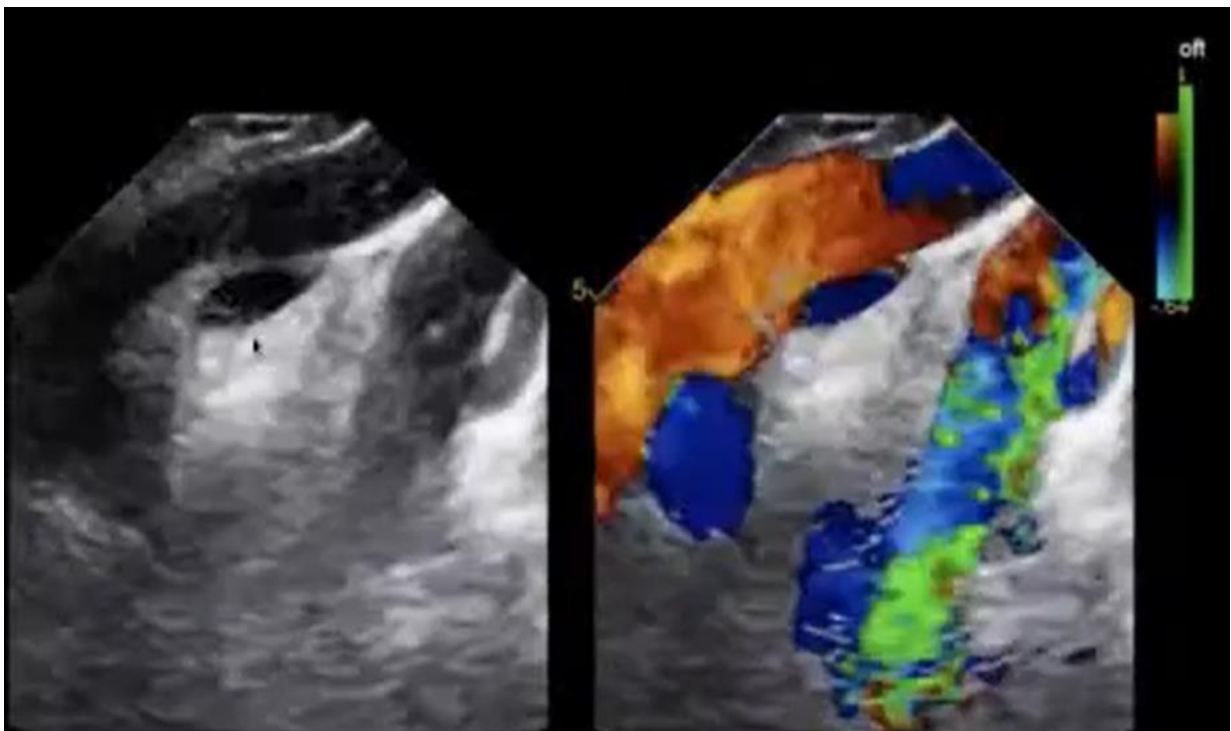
Coupe supra sternale chez un patient porteur d'une aorte cervicale. La portion horizontale de l'aorte se perd en cervical et le doppler couleur objective une accélération de flux.
